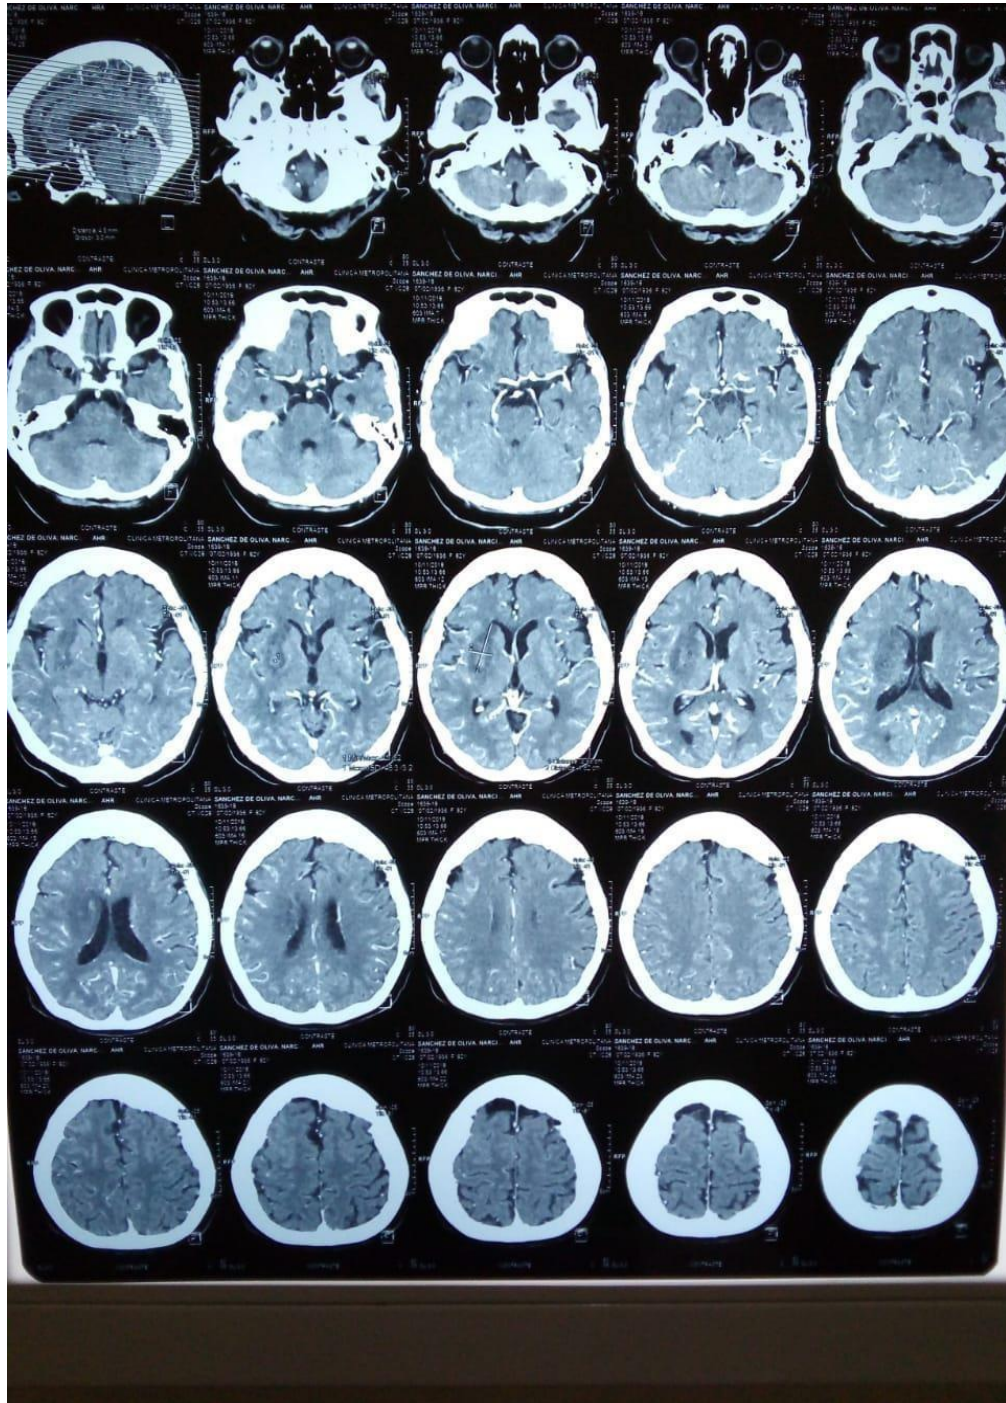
Fotografía de la Imagen que representa lo descrito en el protocolo de reconstrucción de MPR, representado en una radiografía en plano Axial de 24 imágenes de tomografía cerebral con contraste obtenida del área de tomografía de la clínica Metropolitana de Chiclayo.
